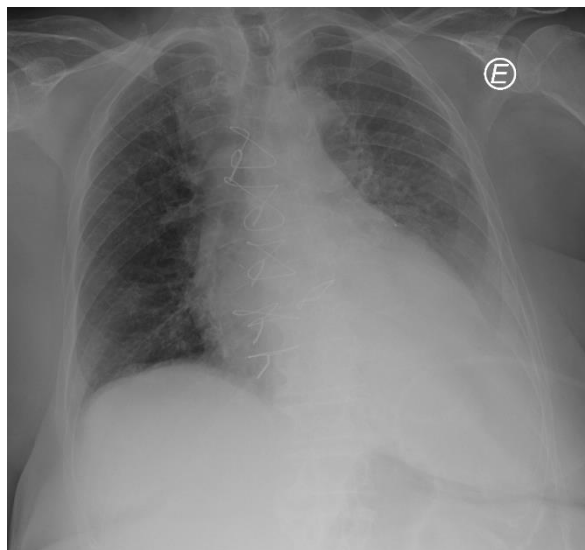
Radiografia do tórax realizada no SU do HSM que revela cardiomegalia com hipotransparência da base esquerda, preenchimento de ângulo costofrênico esquerdo e desvio da traqueia.
